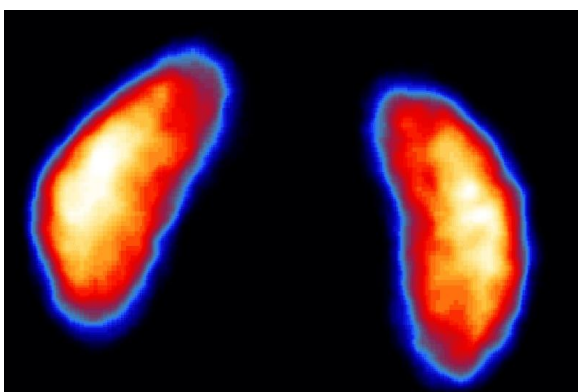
Сцинтиграфія нирок з ^{99m}Tc -ДМСА.
